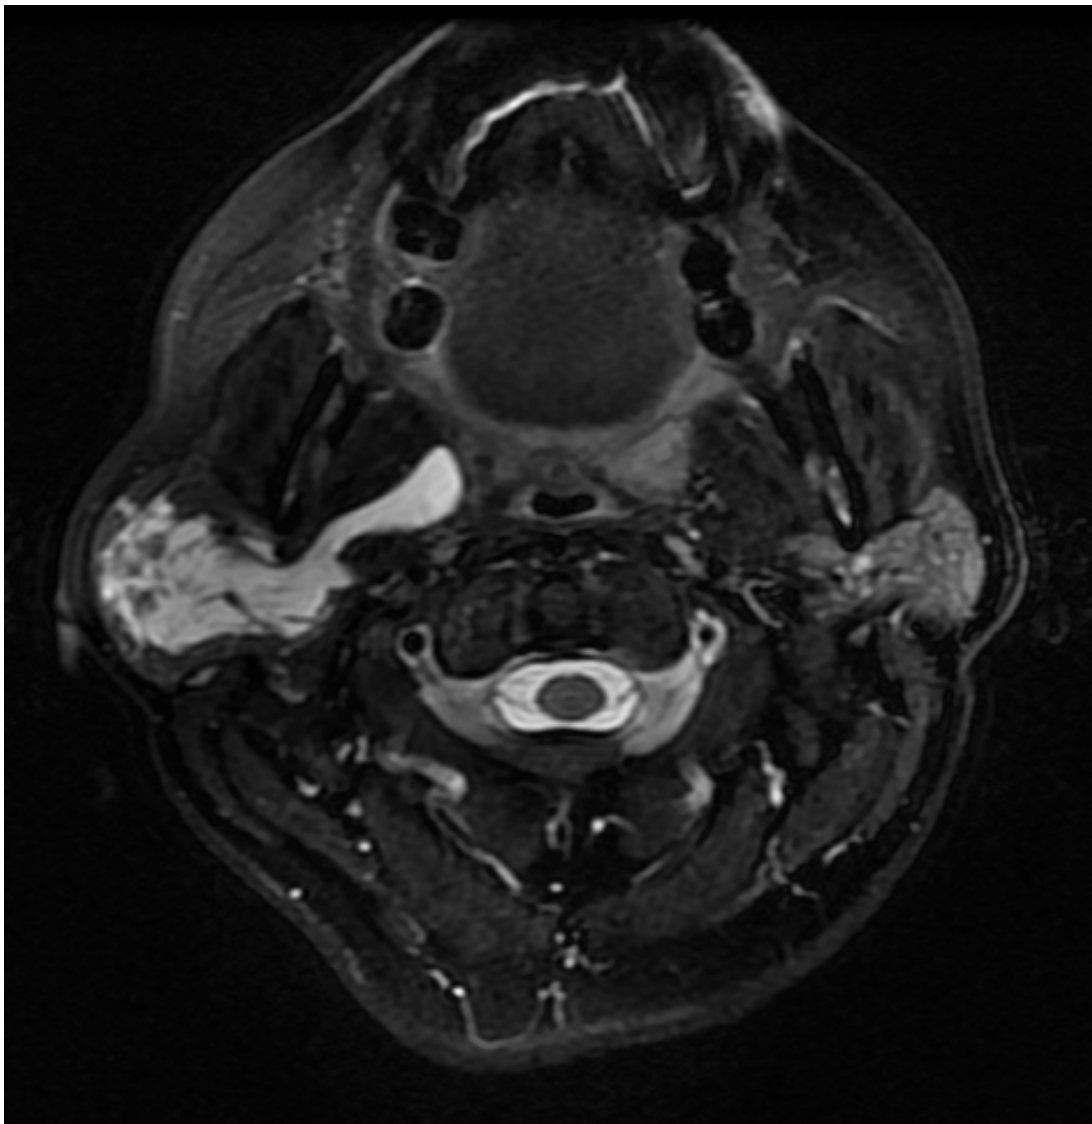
A. Linfangioma derecho con extensión a través del túnel estilomandibular. RMN en secuencia T2, corte axial. El contenido seroso le da un aspecto altamente intenso en esta secuencia.
